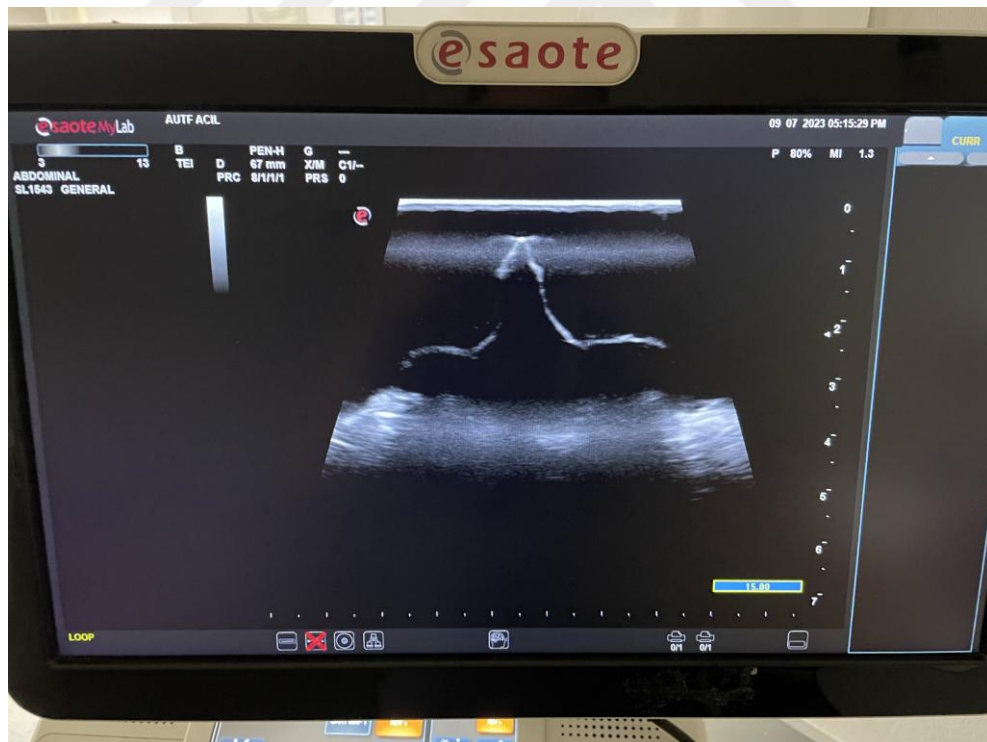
İnsan L5 vertebra USG görüntüsü (Transvers)
